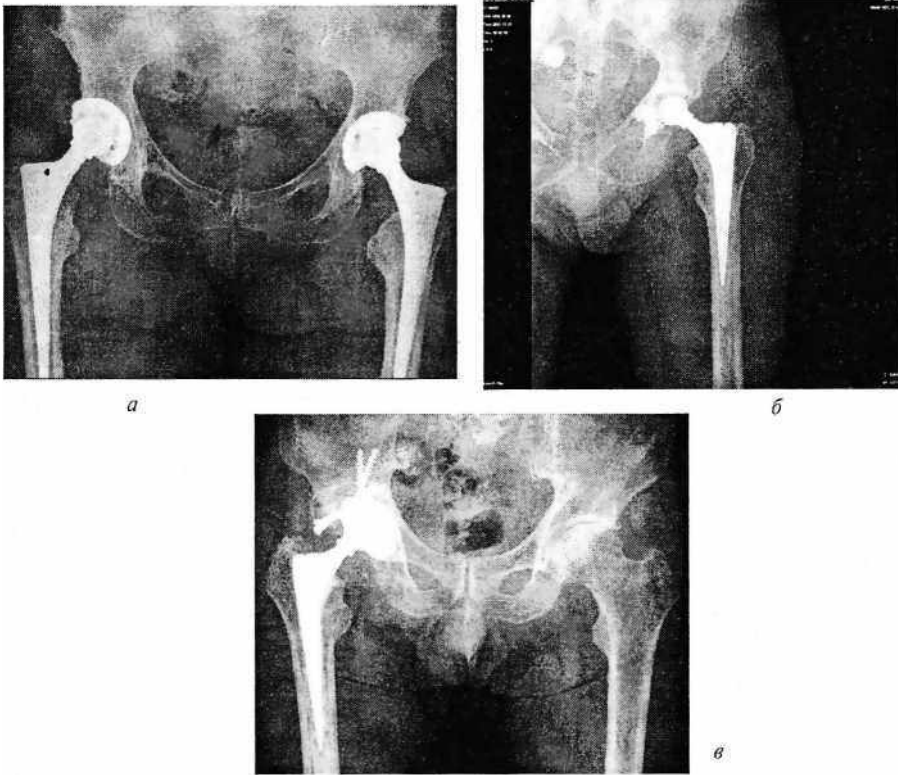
Рентгенограммы тазобедренных суставов.
